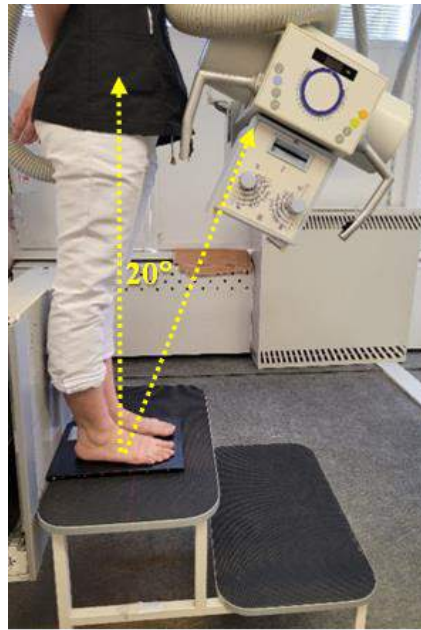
Методика рентгенографії в дорсо-плантарній проекції.
